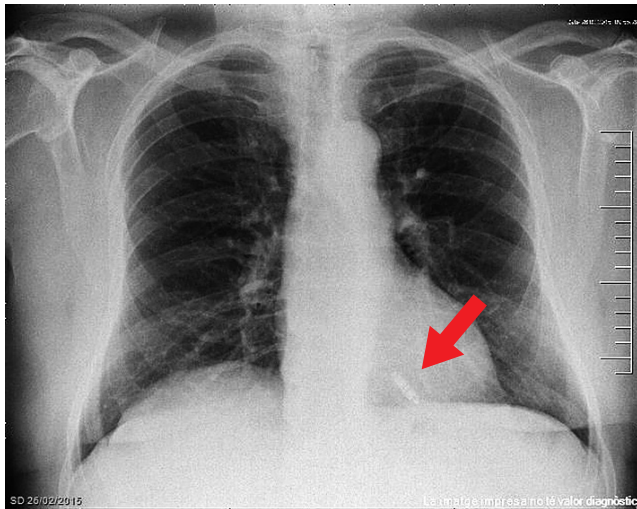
Radiografía anteroposterior previa al segundo implante.
